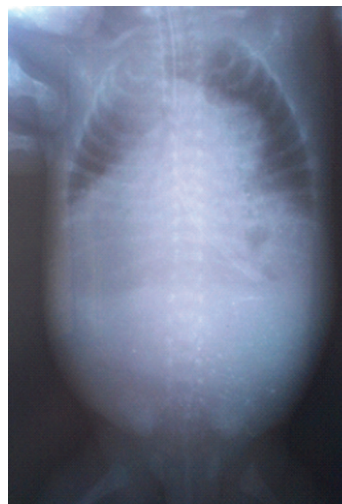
Рентгенограма пацієнта 2. Емфізема лівої верхньої частки, ателектаз лівої нижньої частки. Емфізема правої середньої частки, ателектаз правих верхньої та нижньої часток. Герніація лівої верхньої частки через передне середостіння
